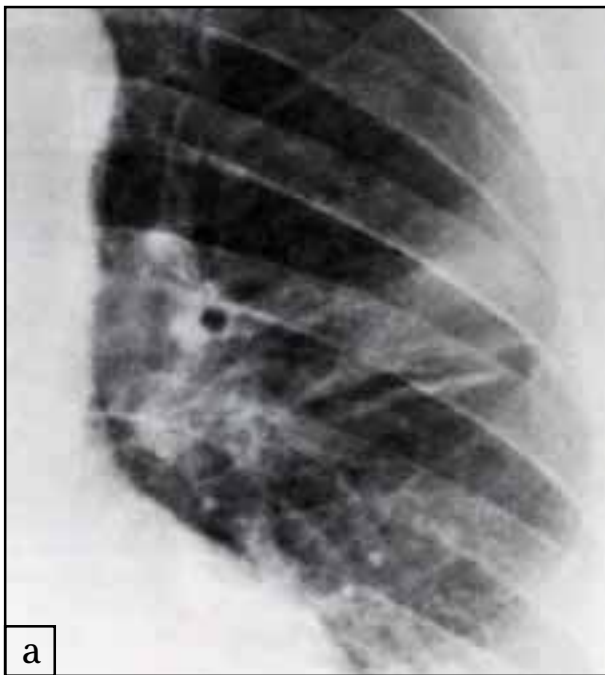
Результати дослідження легені: а — фрагмент рентгенограми із зображенням середнього розміру тіні в лівій легені з наявністю «доріжки» з лімфатичних судин до її кореня; б — поздовжня класична томограма відповідної ділянки легені
